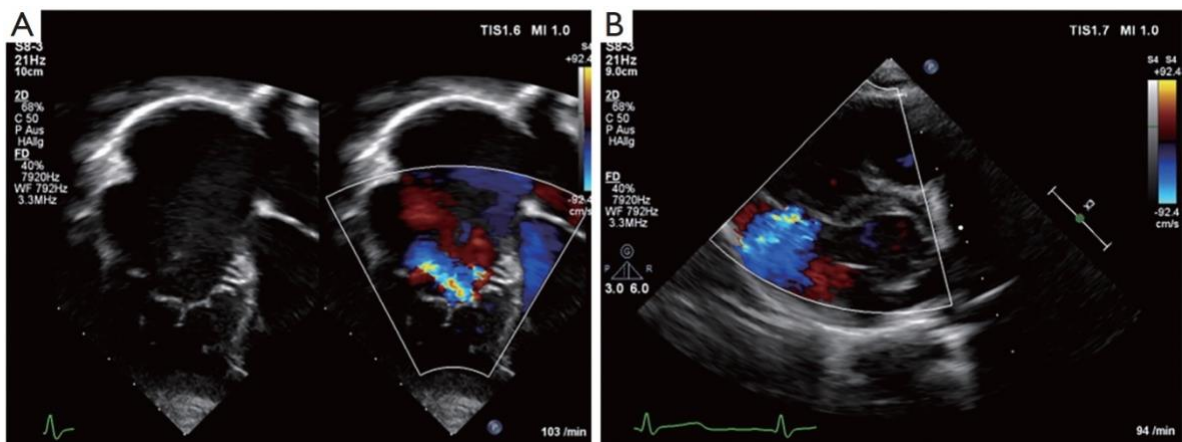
Ecografía transtorácica de paciente con anomalía de Ebstein.
